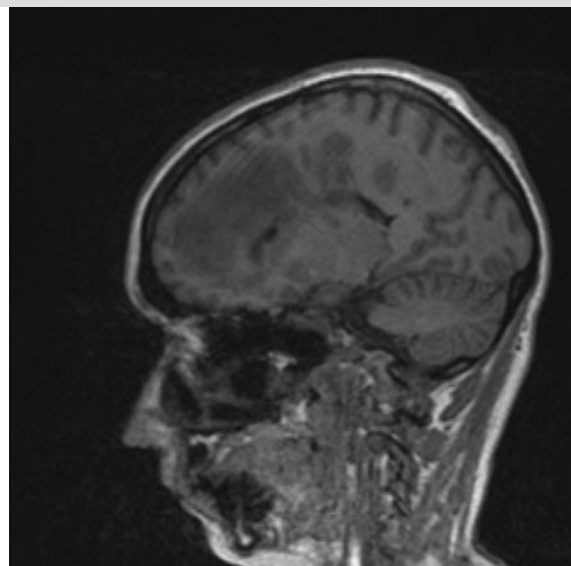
Сагиттальный МРТ-срез на уровне мозолистого тела в режиме T1
